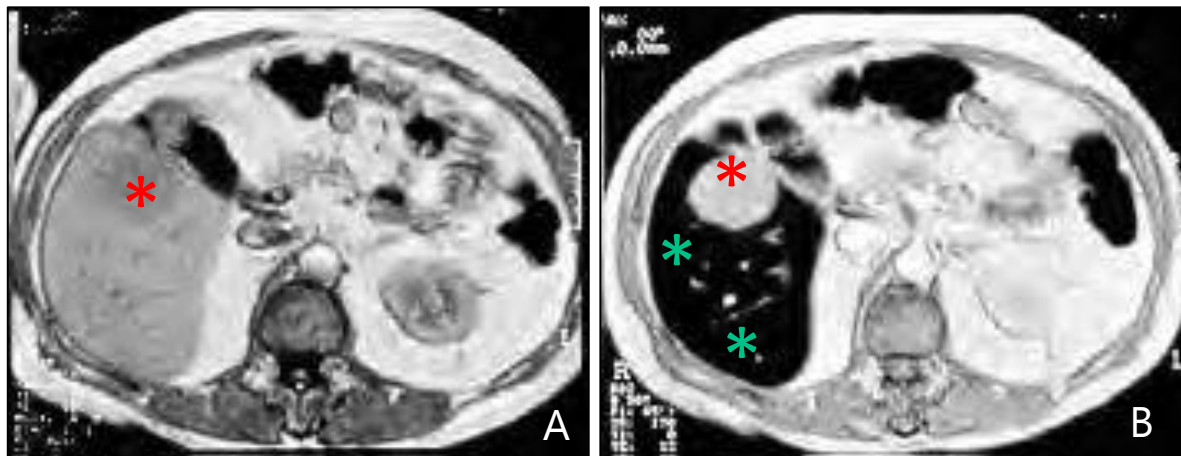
RM do fígado antes (A) e depois (B) da administração i.v. de nanopartículas de óxido de ferro sem captação no carcinoma hepatocelular (asterisco vermelho) e captação no tecido hepático normal (asteriscos verdes).
